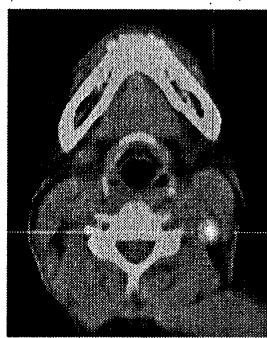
Hình CT: dày thành vòm trái nhưng không xác định rõ tổn thương
